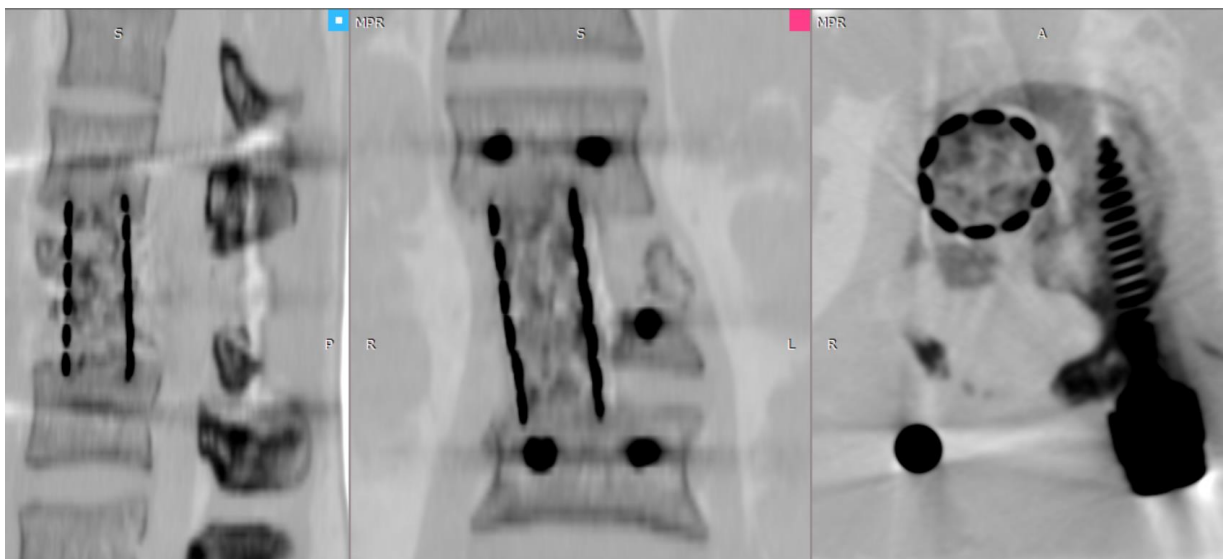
Контрольное СКТ-исследование пациента П. после второго этапа операции
